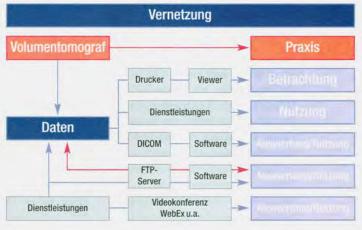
Die verschiedenen Wege, 3-D-Daten in der Praxis zu nutzen, wenn man kein 3-D-Röntgengerät besitzt.
